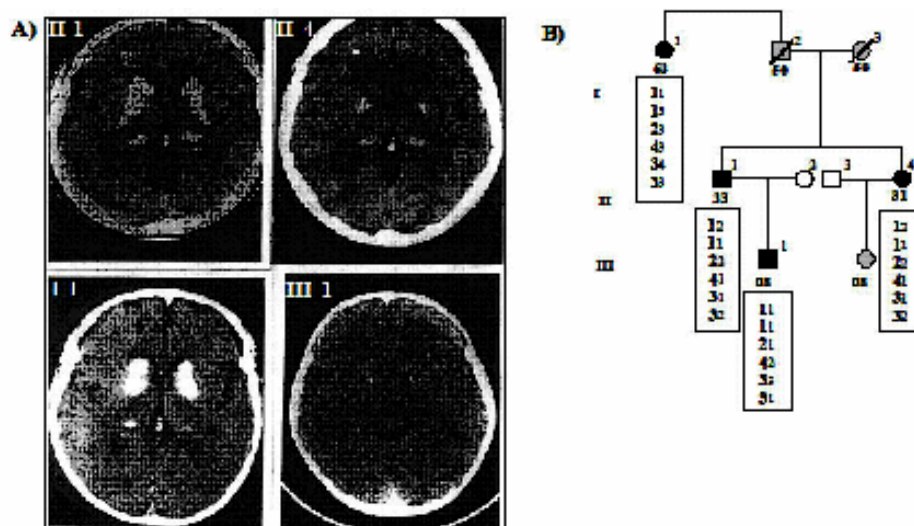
Detalhe da família espanhola ligada ao locus IBGC1 mostrando as tomografias computadorizadas dos 4 afetados.
